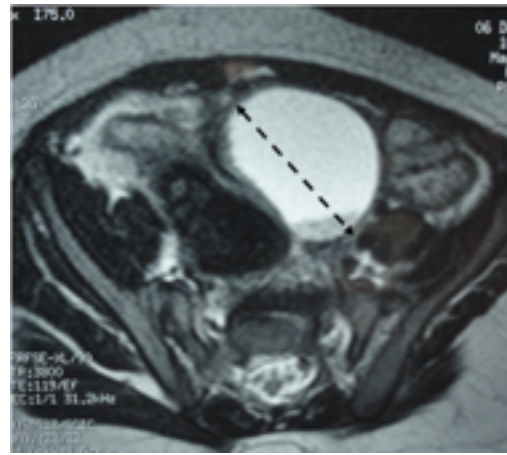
IRM abdominale au 8^{ème} mois de vie : Kyste de l'ovaire gauche compliqué d'aspect hémorragique
